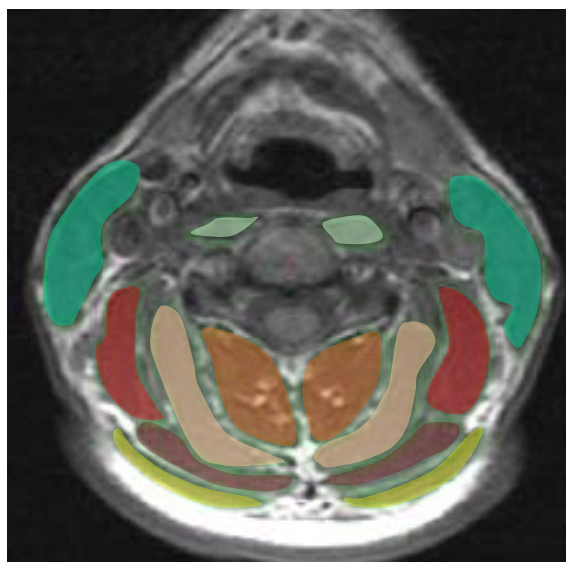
Exemple d'image du rachis cervical obtenues en coupe axiale en C2-C3 par IRM. Trapezius (jaune), splenius capitis (violet), levator scapulae (rouge), sternocleidomastoideus (vert foncé), semispinalis capitis (orange clair), semispinalis cervicis et multifidus (orange), longus colli (vert clair).
